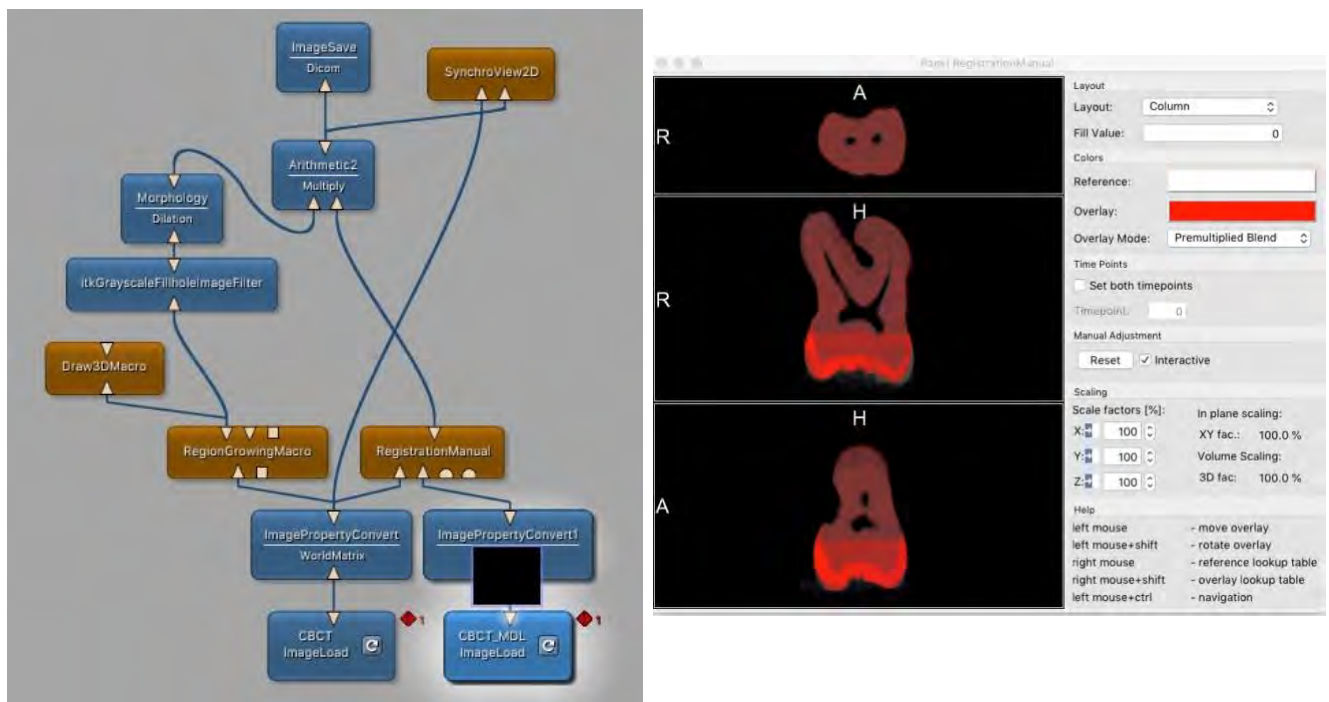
Protocole MeVisLab[®] de recalage des volume cbctM et cbctMV (nuance de rouge) sur la base des volumes μ CT (nuance de gris)
